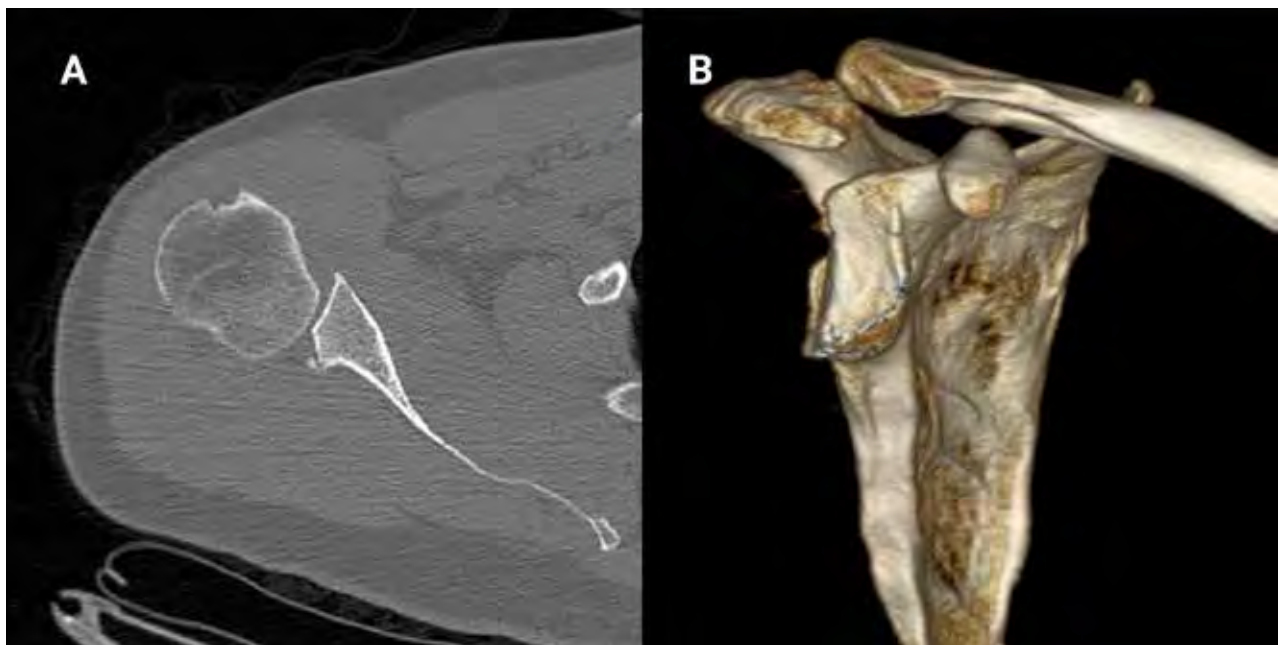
Imagen axial de TAC preoperatoria (A) e imagen lateral de TAC 3D con reconstrucción glenoidea (B) donde se observa el defecto glenoideo posterior.
